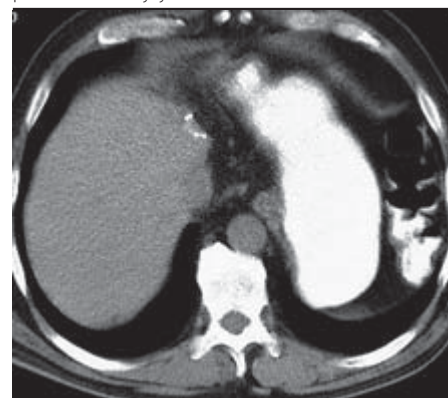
CT jater 5/2008 se sledovatelnou objemnější metastázou v levém laloku jaterním
